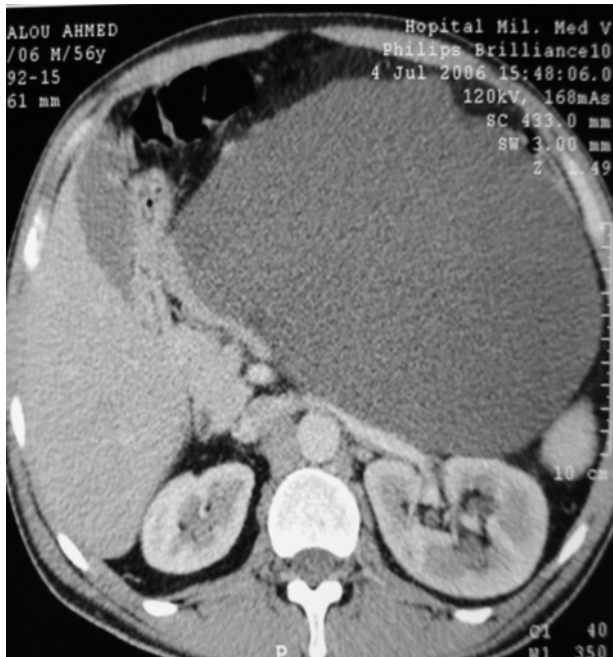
TDM abdominale en coupe coronale et transversale ; les structures digestives sont complètement écrasées au niveau de l'hypochondre et du flanc droits par la masse kystique.
